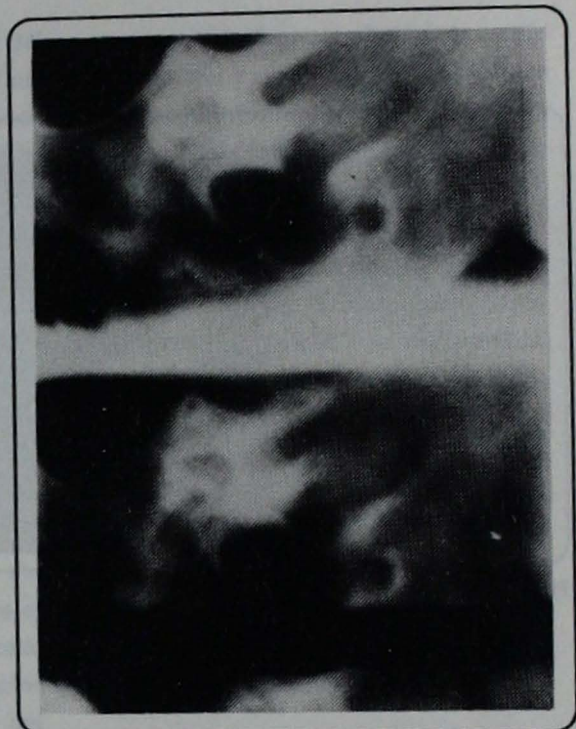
Politomografía. Atresia de conducto auditivo externo y caja timpánica cóclea con falta de la vuelta apical. Vestíbulo deformado con canal semicircular horizontal ensanchado.
